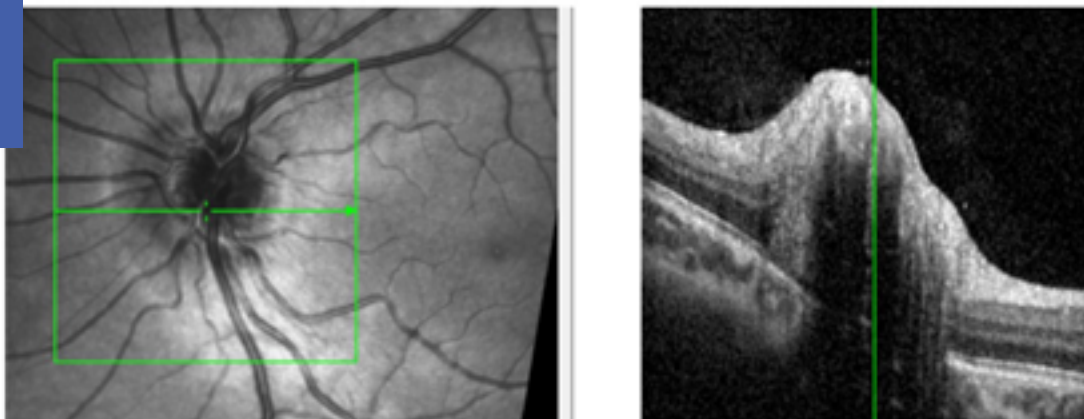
Tomografía de coherencia óptica izquierda. Edema de papila con mala definición de los bordes de la papila debido a la hiperpresión orbitaria.
